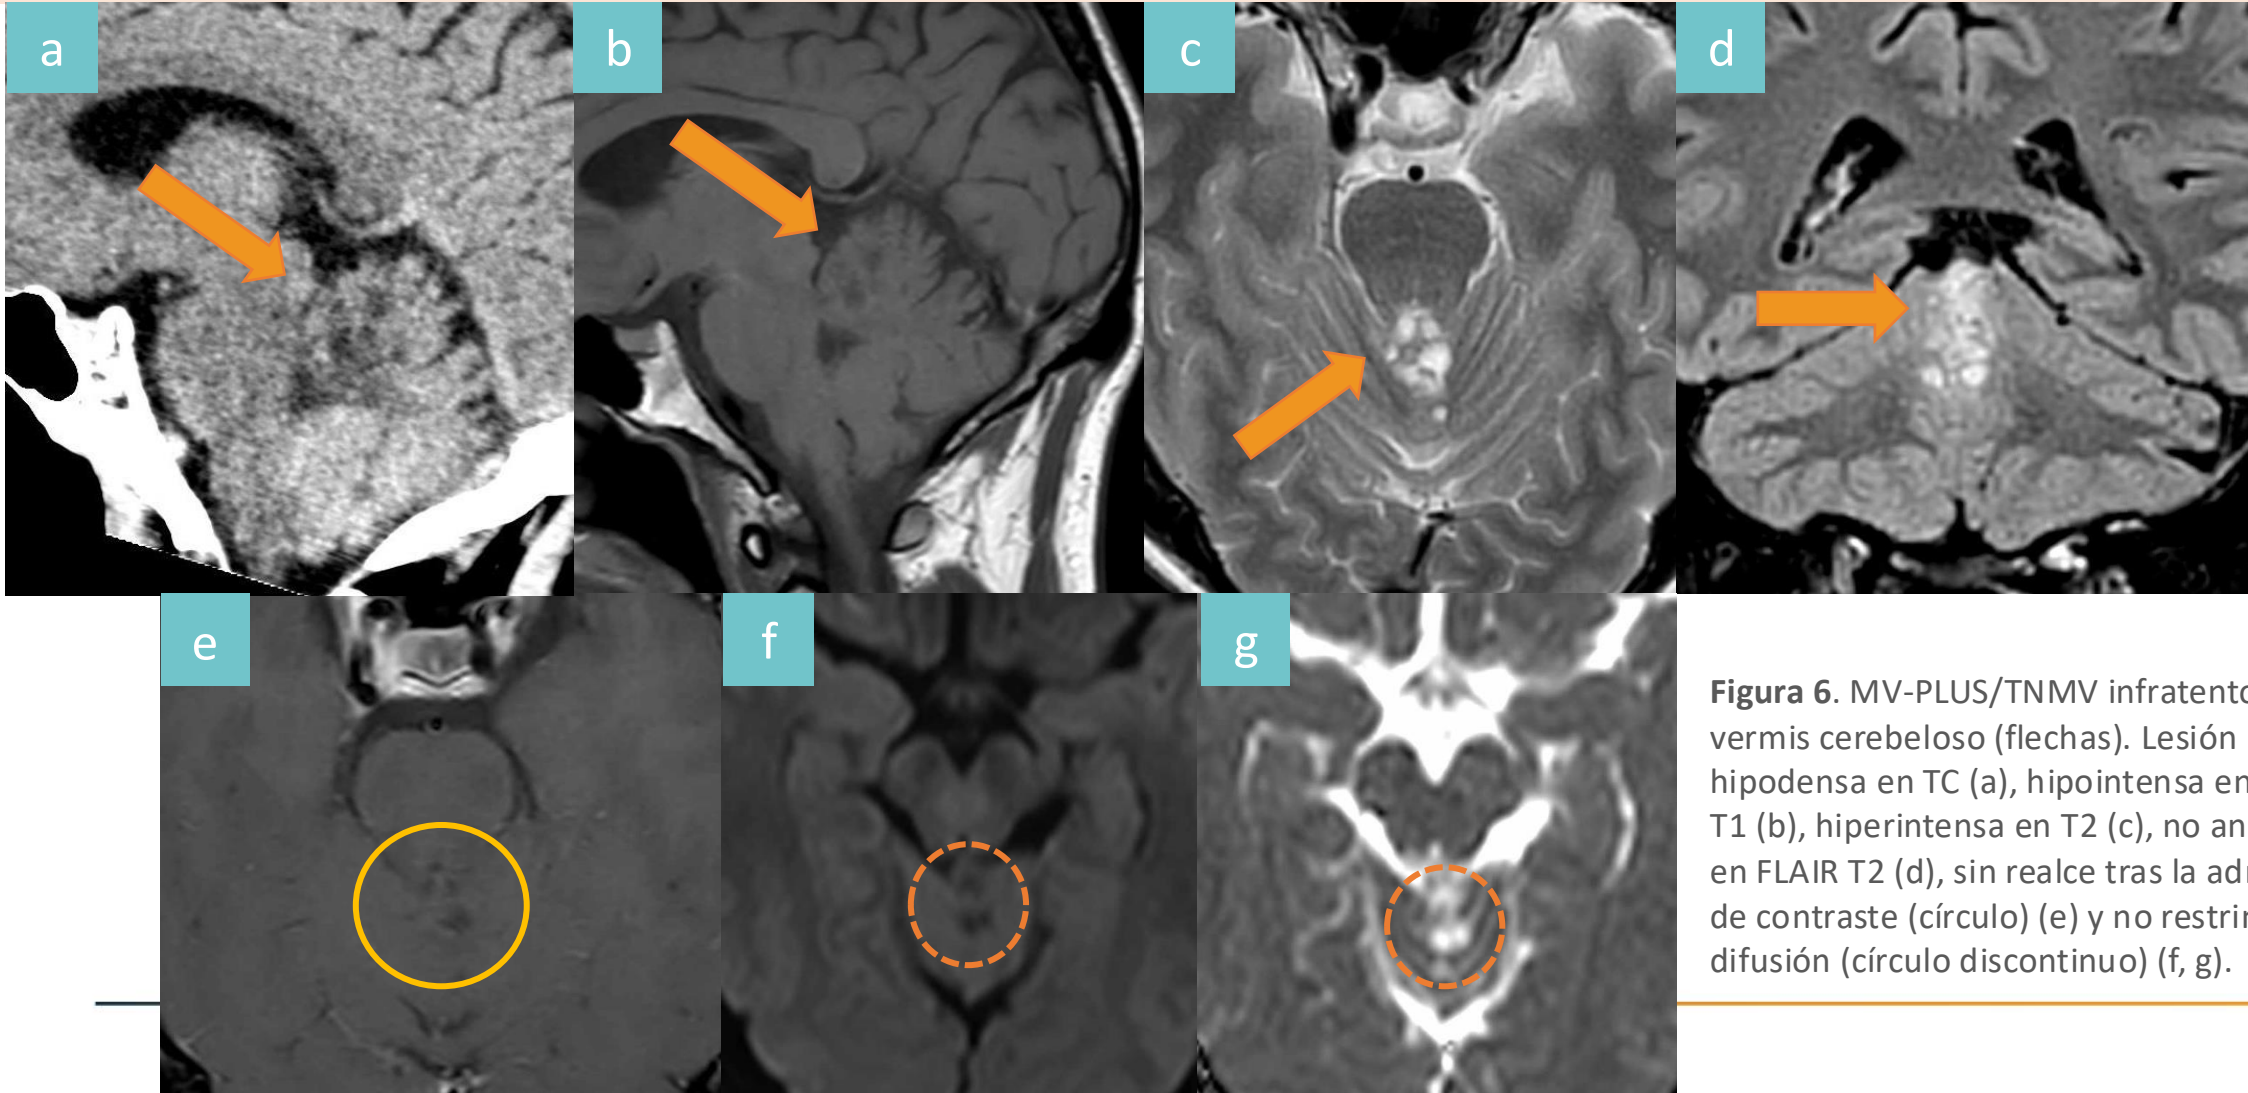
MV-PLUS/TNMV infratentorial en vermis cerebeloso (flechas). Lesión multinodular hipodensa en TC (a), hipointensa en secuencia T1 (b), hiperintensa en T2 (c), no anula su señal en FLAIR T2 (d), sin realce tras la administración de contraste (círculo) (e) y no restringe a la difusión (círculo discontinuo) (f, g).
